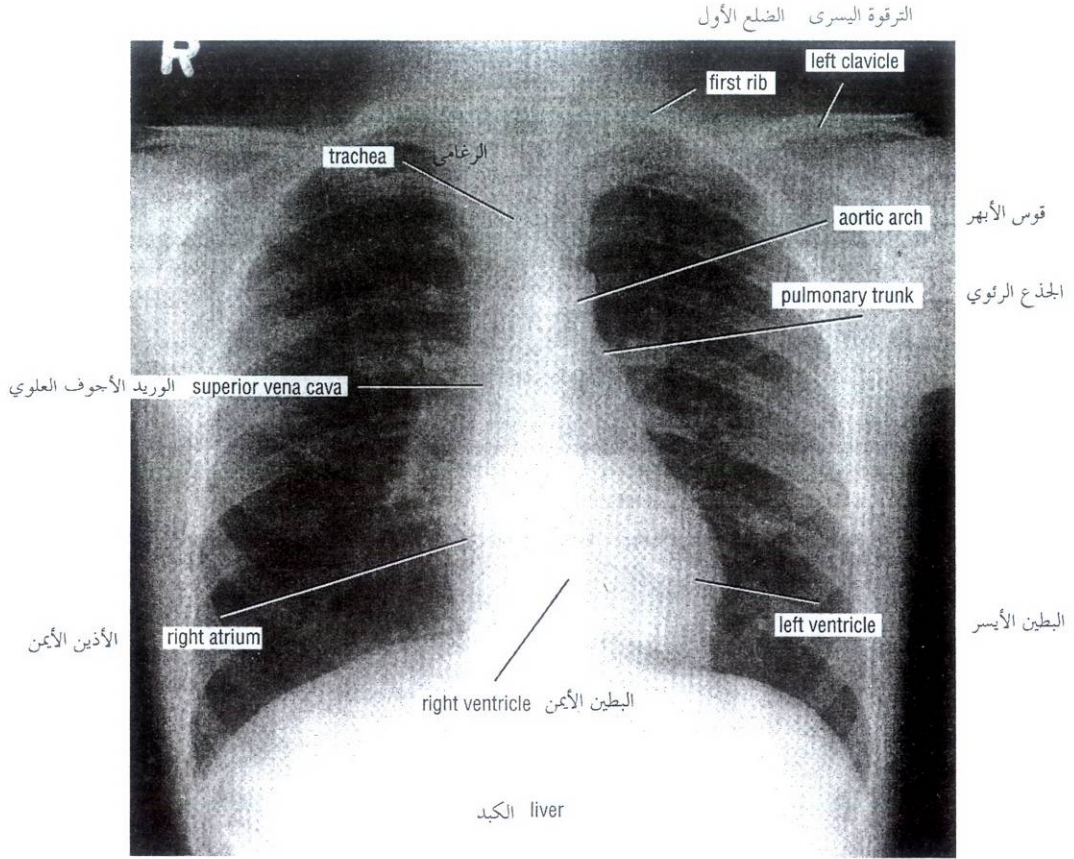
Posteroanterior radiograph of thorax. الشكل (31-1): صورة شعاعية أمامية خلفية للصدر.
